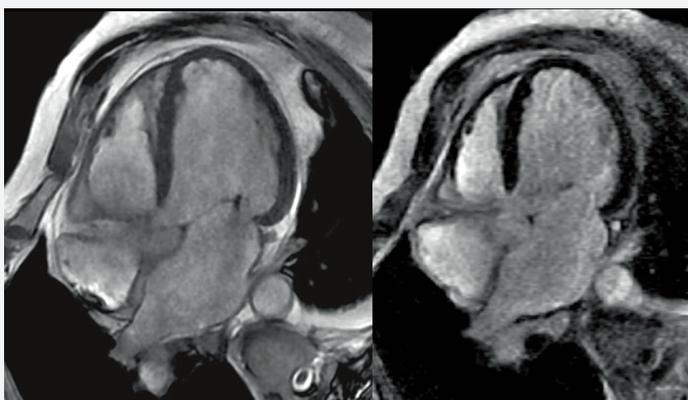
IRM cardiaque (avant et après injection de produit de contraste) d'une cardiomyopathie dilatée
